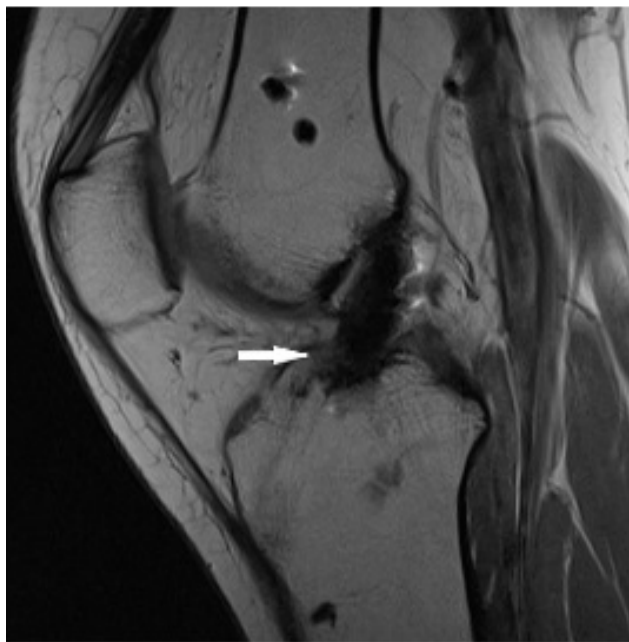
МР-томограмма правого коленного сустава пациентки К. после повторной пластики ПКС. Вид целостного аутооттрансплантата
